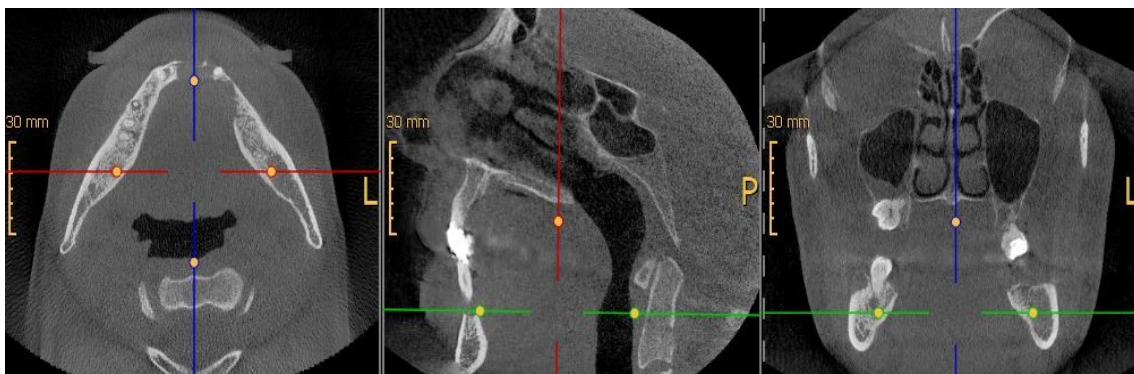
Artefakte in einer CBCT-Aufnahme
